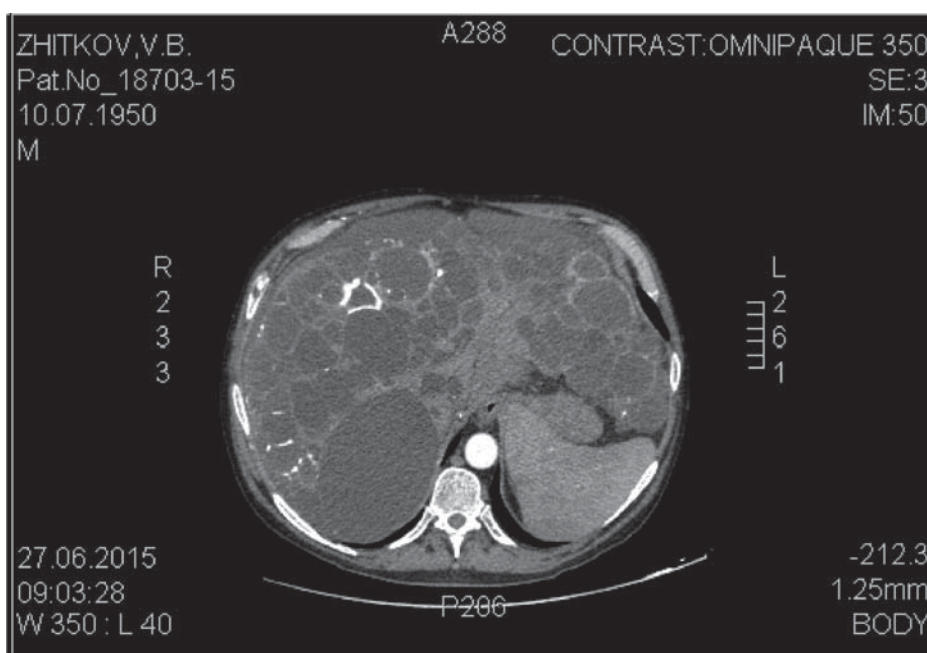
МСКТ органов брюшной полости до дренирования кист печени.
